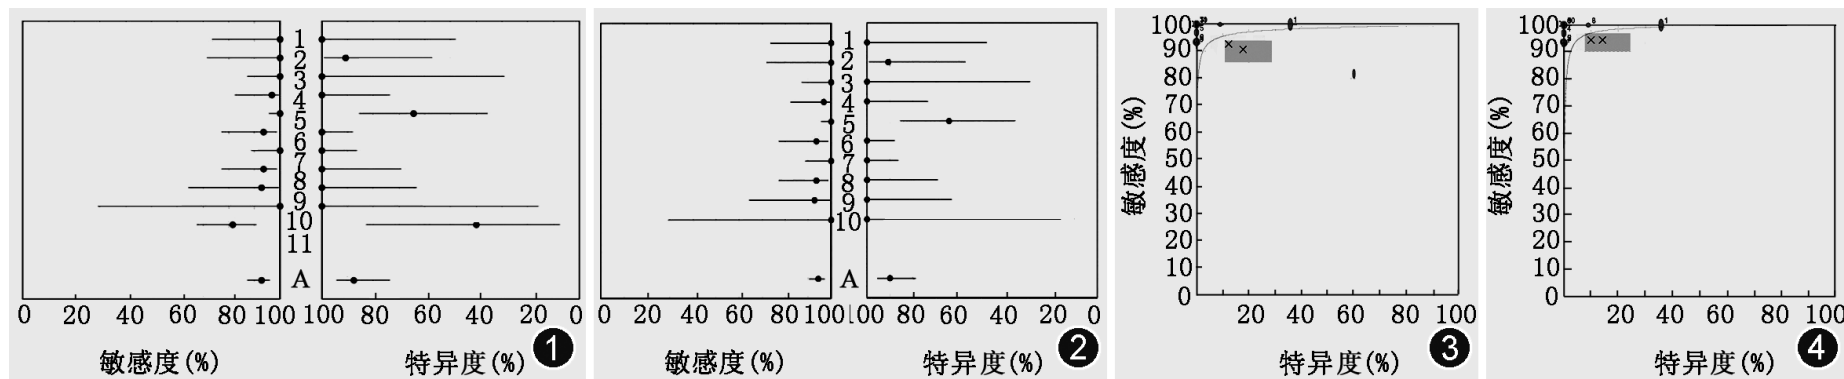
2 分别为超急性期(< 6 h) 脑梗死的扩散加权成像(DWI) 总体诊断森林图和高年资医师 DWI 诊断森林图。黑点表示敏感度和特异度的值, 其两侧的直线表示 95% 可信区间(CI)。若直线分布宽, 说明该研究的精确度小, 在加权时给予的权重小; 反之, 则该研究的精确度大, 权重也大。加权汇总值(图中 A) 一栏表示采用随机效应模型进行加权定量合并得出的敏感度、特异度及其相应的 95% CI。图 1 显示针对超急性期脑梗死研究最终汇总诊断的敏感度、特异度分布分别为 92% 和 87%。图 2 显示高年资医师针对超急性期脑梗死研究最终汇总诊断敏感度、特异度分布分别为 94% 和 90%。图 3, 4 分别为超急性期(< 6 h) 脑梗死的 DWI 诊断总体汇总曲线(SROC) 和高年资医师 DWI 诊断 SROC 曲线。圆点表示按随机效应模型计算的汇总敏感度和特异度及其 95% CI 为根据各个研究的敏感度和特异度绘制的散点, 其大小表示按精确度给予的权重; 曲线下面积(A_z) 代表诊断试验的准确性, 越靠近左上角的研究, 其诊断准确性越高。x 表示按随机效应模型计算的汇总敏感度和特异度及其 95% CI。图 3 显示总体统计 $A_z = 0.9717$, 说明 DWI 对超急性期脑梗死具有较高诊断价值。图 4 显示高年资医师 $A_z = 0.9793$, 说明高年资医师采用 DWI 对超急性期脑梗死诊断价值进一步提高
